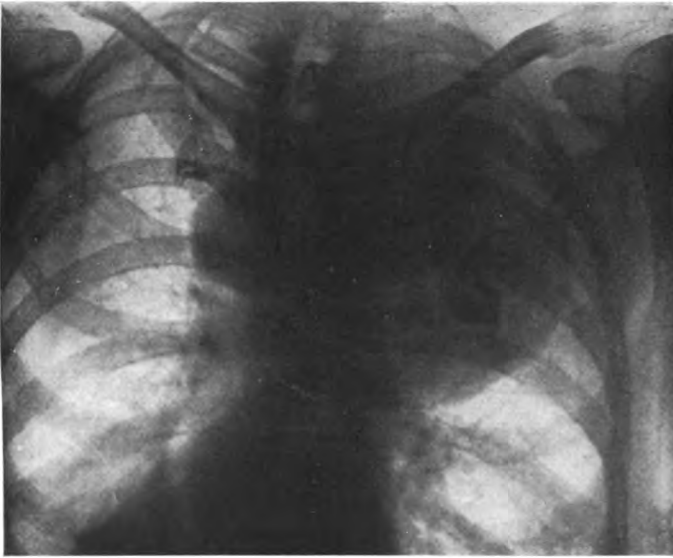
Mediastinales, sekundär in der Richtung auf die rechte Pleurakuppel entwickeltes Teratom mit deutlicher Knochenschattenbildung im Röntgenbild. Der Tumor bildete einen fast symptomlosen Nebenfund bei einer gallensteinkranken älteren Frau und bedurfte nicht der operativen Behandlung.
